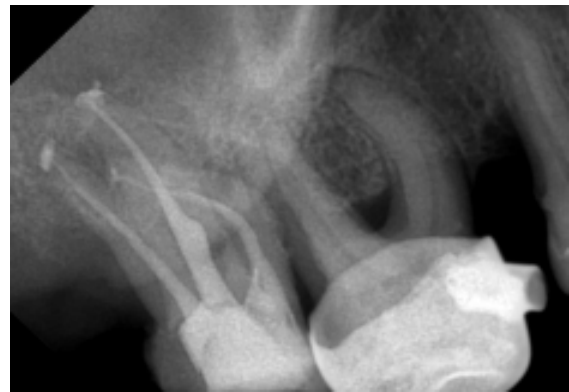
Постоперационная рентгенограмма зуба 17
